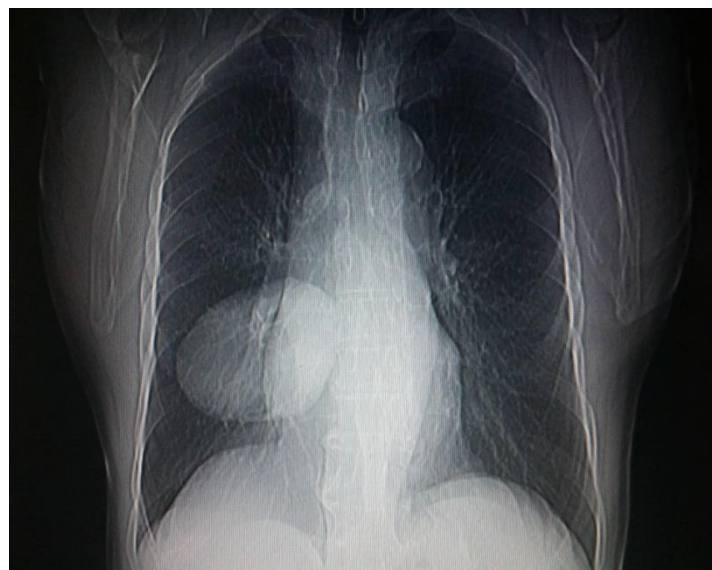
Chest X-ray showing cyst of the right lung
